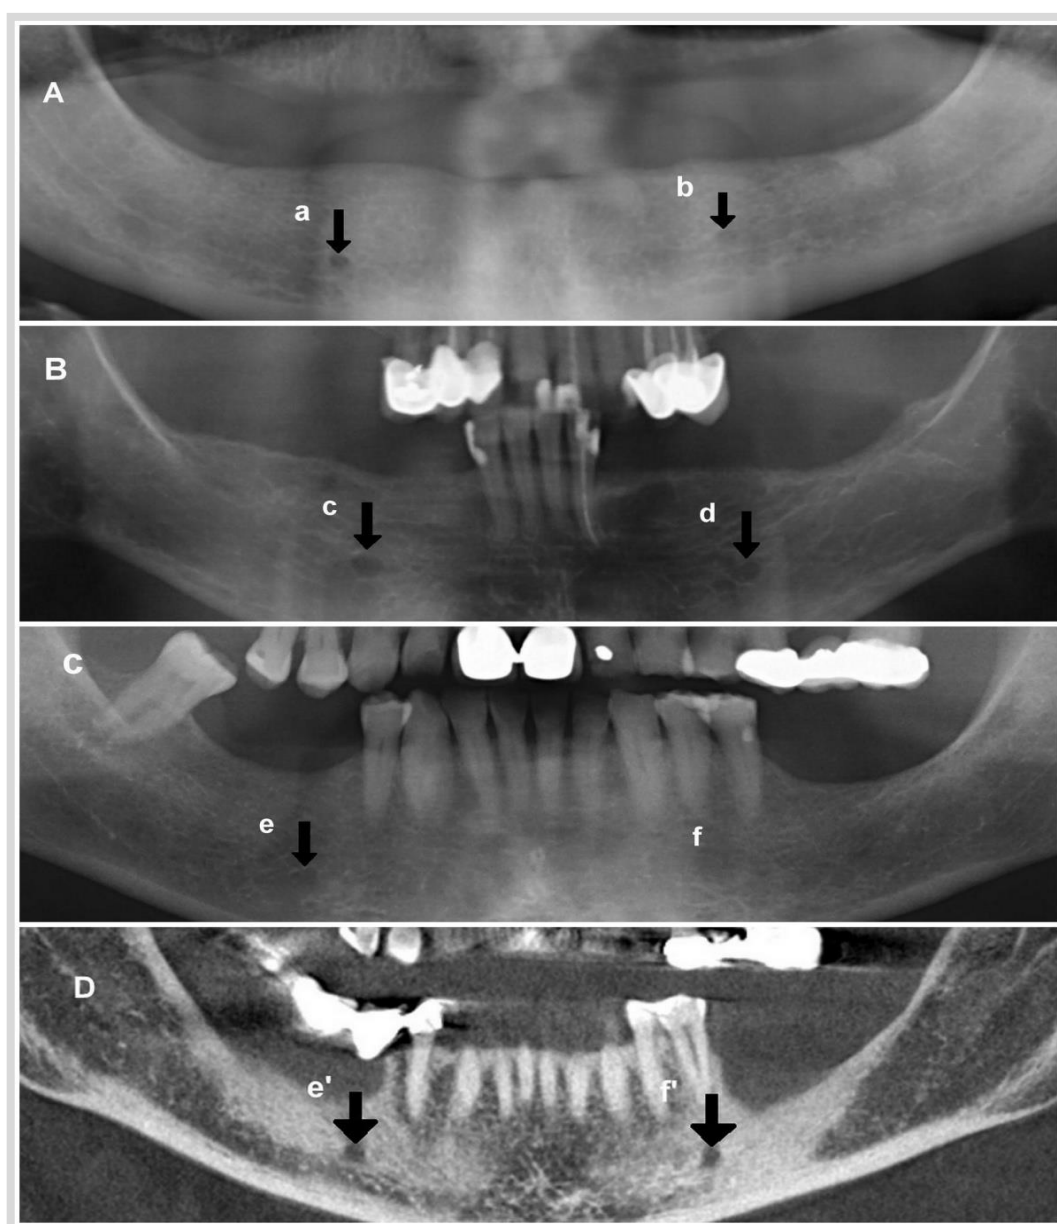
Foramen mentoniano en ortopantomografías (A,B,C): continuo (a), separado (c,d), difuso (b,e), y no identificado (f), (clasificación de Yosue y Brooks¹³⁸). Foramen mentoniano en tomografía computerizada de haz cónico (D): El foramen mentoniano izquierdo (f') se visualiza mediante reconstrucciones para-panorámicas que correspondiente al paciente C).
